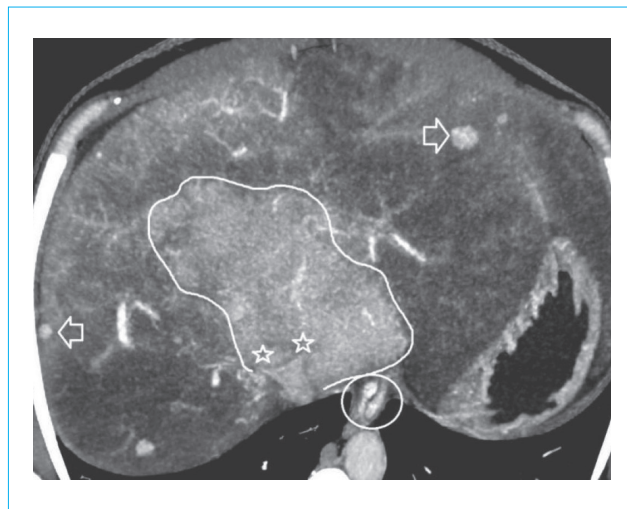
Компьютерная томограмма органов брюшной полости, мультипланарная реконструкция, венозная фаза. Выраженные диффузные изменения паренхимы с преимущественной перфузией центральных отделов (обведено линией). Несколько очагов фокальной нодулярной гиперплазии в рамках репаративного процесса (указано стрелками). Окклюзия правой и левой печеночных вен (обозначено звездочками). Варикозно расширенные вены пищевода (выделено окружностью)
